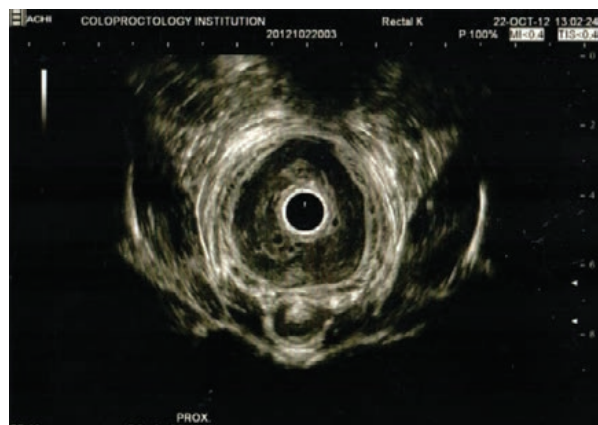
ТРУЗИ пациента Р
